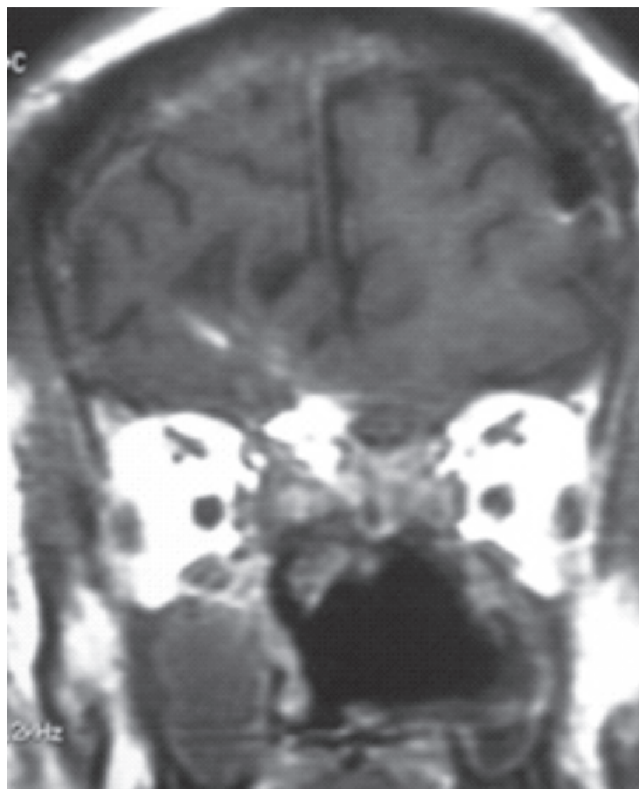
Corte coronal de RMN de encéfalo contrastada 12 semanas posteriores al evento quirúrgico.
